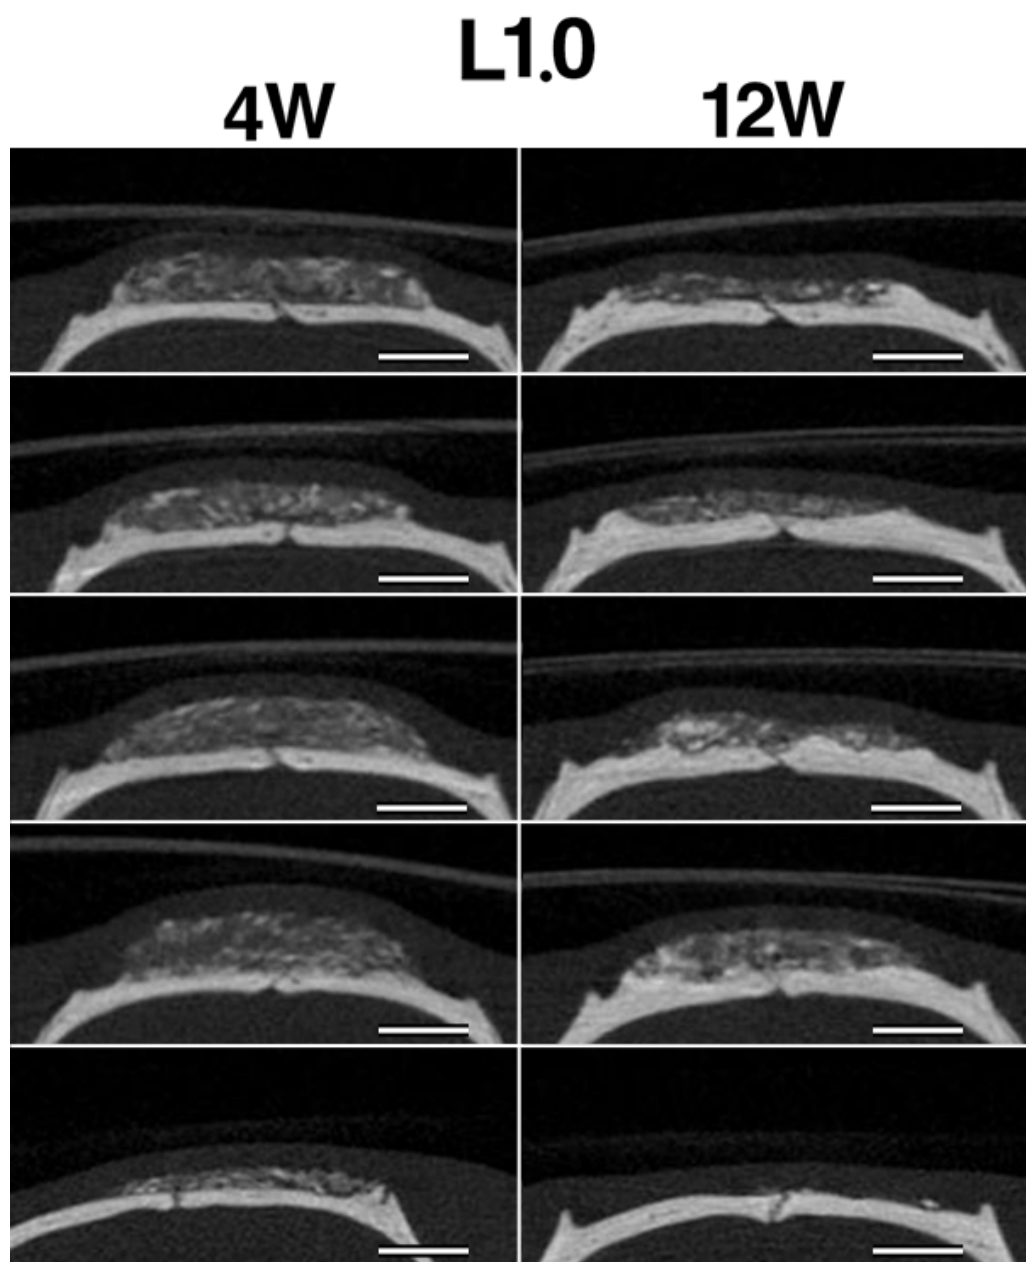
L1.0の埋入後4，12週時のマイクロCT像
